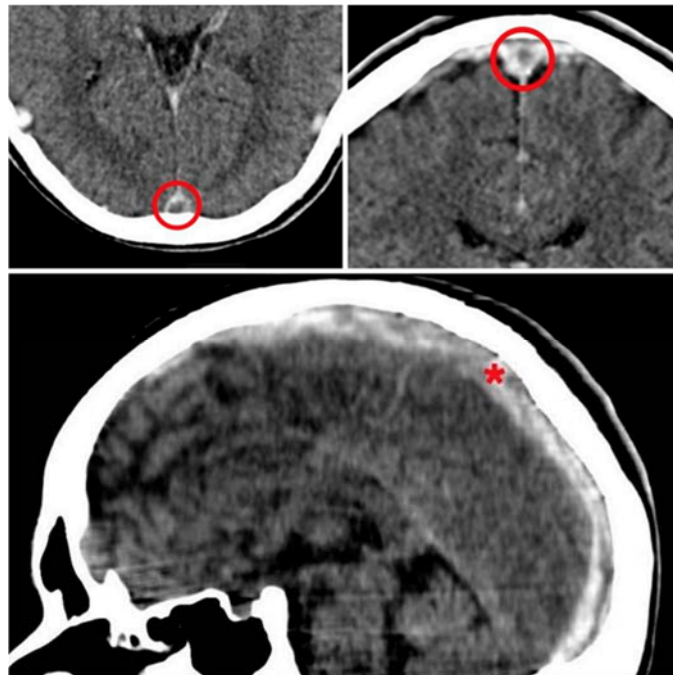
Симптом дельты на КТ с контрастным усилением – признак тромбоза ВСС [127]
